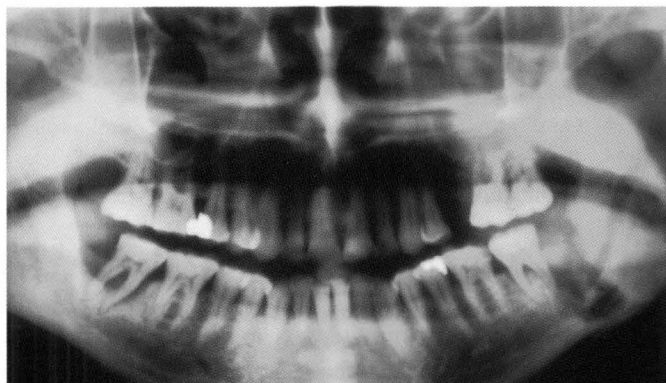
Ortopantomografía practicada a los 3 meses de la exodoncia quirúrgica, en la que se observa la lesión osteolítica en la zona correspondiente al 3.8.
